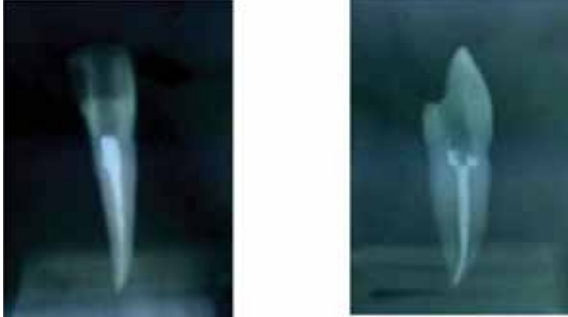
X-ray of tooth that were prepared with Pro-Taper from buccal and proximal side
